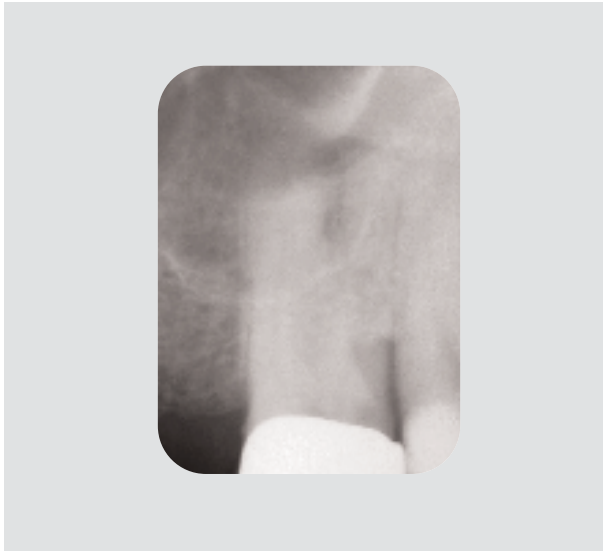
Röntgenaufnahme des Zahns 27. Die Karies im distalen Randbereich ist vermutlich die Ursache der pulpischen Beschwerden.
